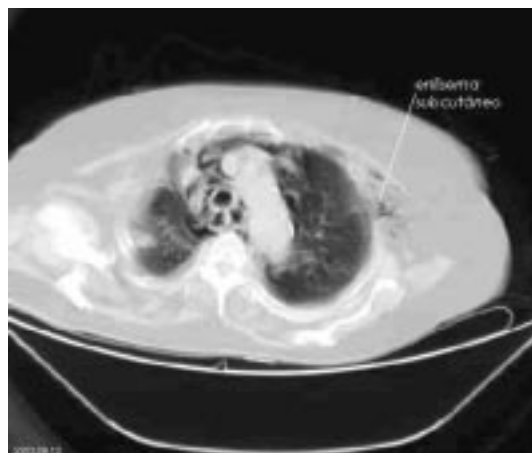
TAC de tórax que muestra enfisema subcutáneo.
